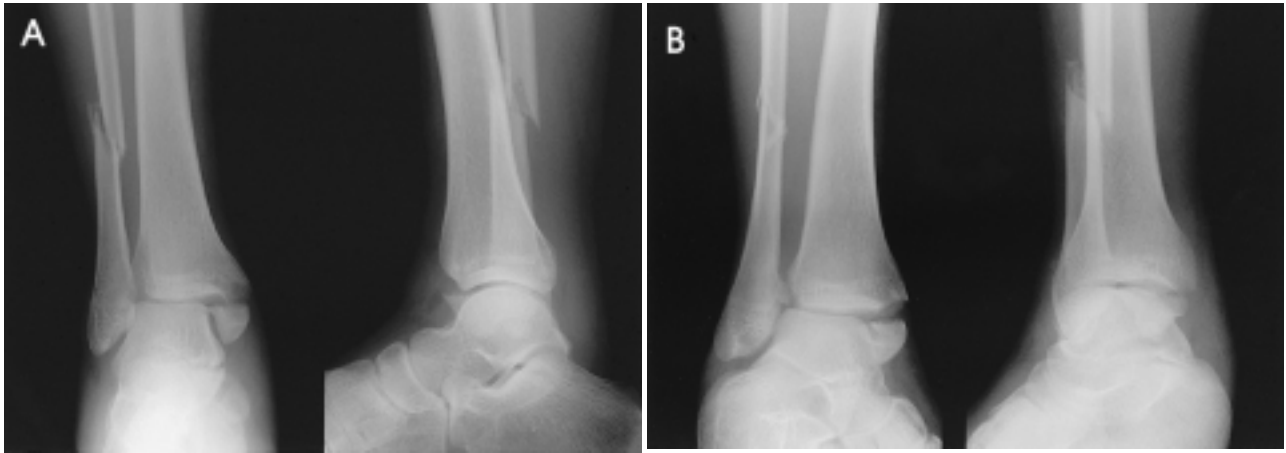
(A) AP and lateral radiographic views of a case where the medial and lateral fragments were relatively underestimated by observer. (B) In the internal oblique view of the same patient, the displacement of the medial malleolar fragment could be estimated more correctly. In the external oblique view, the displacement of the lateral malleolar fragment could be estimated more correctly.
